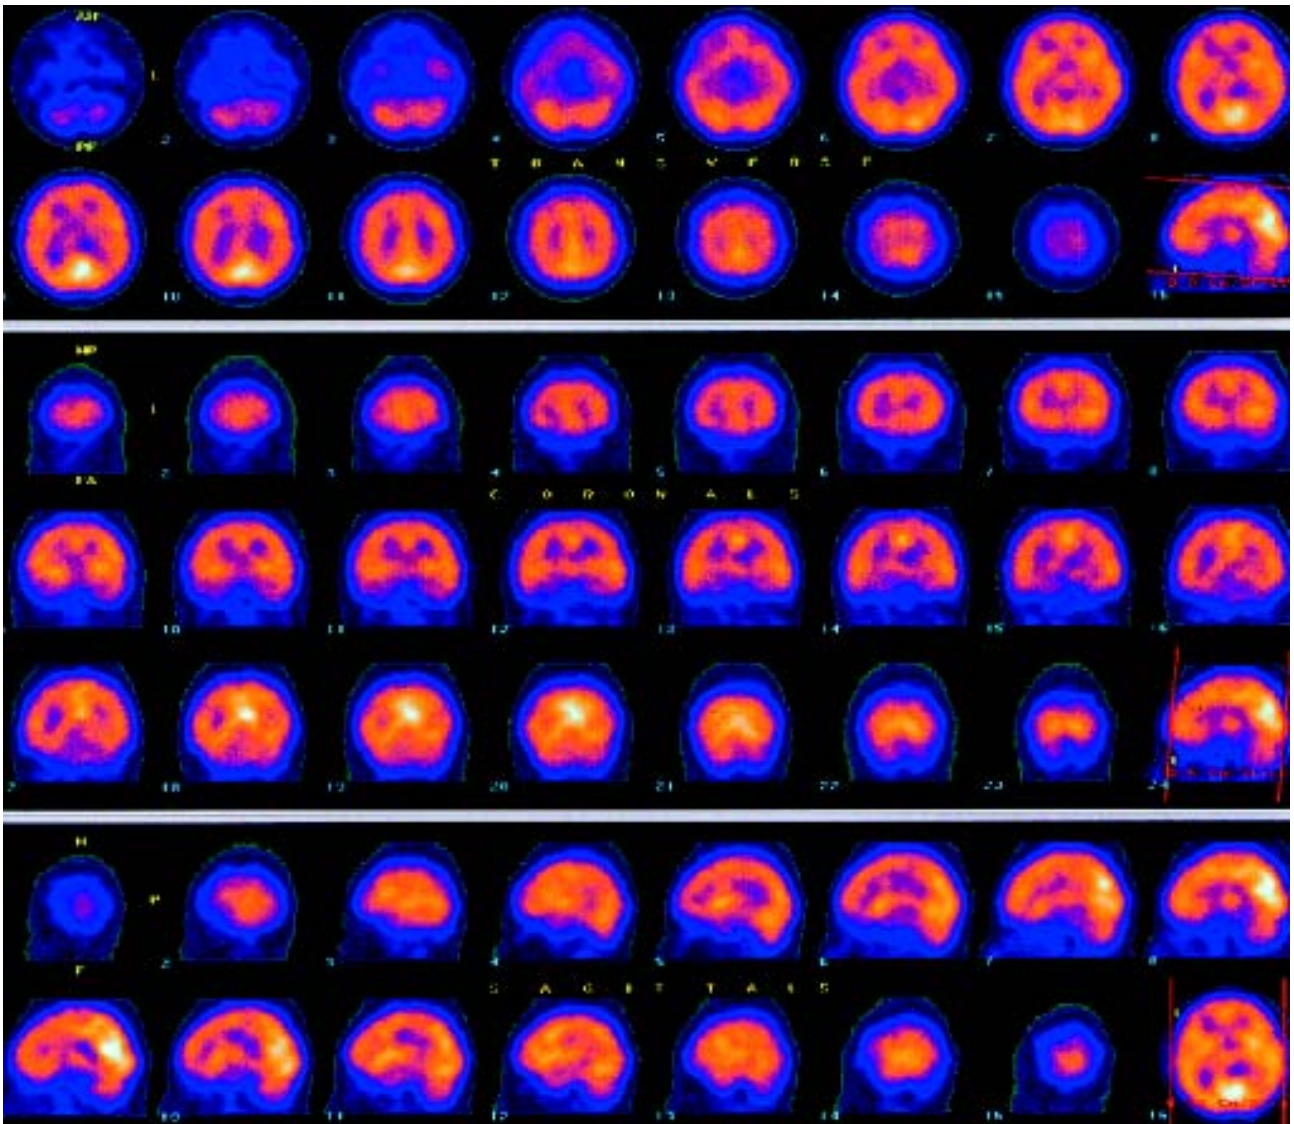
[18F]-FDG SPECT evidenciando hipoperfusão em região anterior, médio-basal e lateral de lobo temporal direito.
